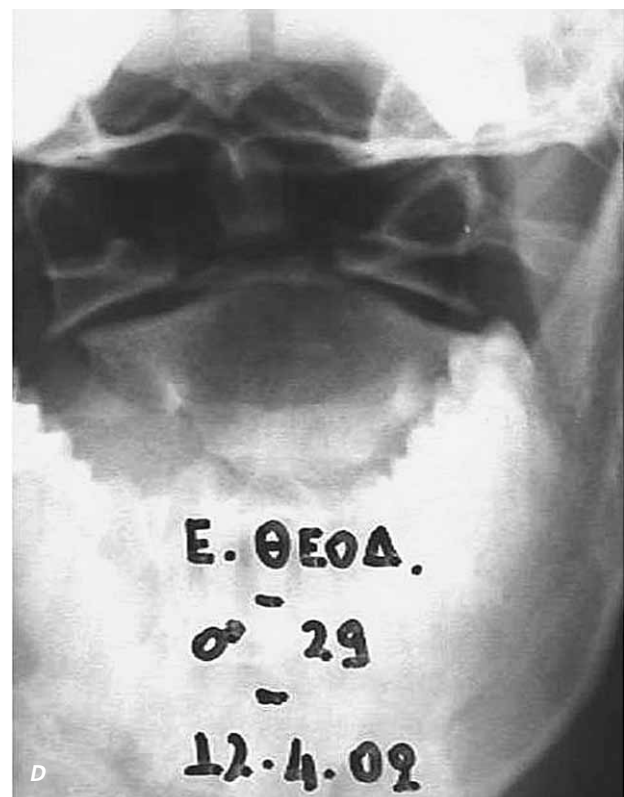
(a-d). Lateral plain radiographs in a) neutral, b) flexion, c) extension and “open mouth” dens view
